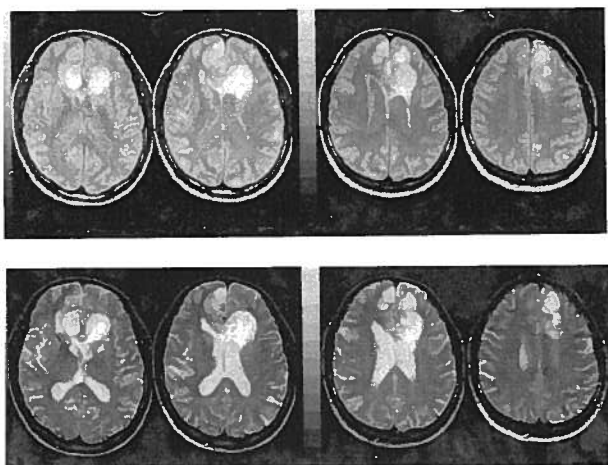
RMN-CE (DP e T<sub>2</sub>) As lesões mantêm o seu aspecto heterogéneo, com hipossinal, observando-se ainda, lesões incipientes a nível temporal anterior direito e justa atrial posterior do mesmo lado.
